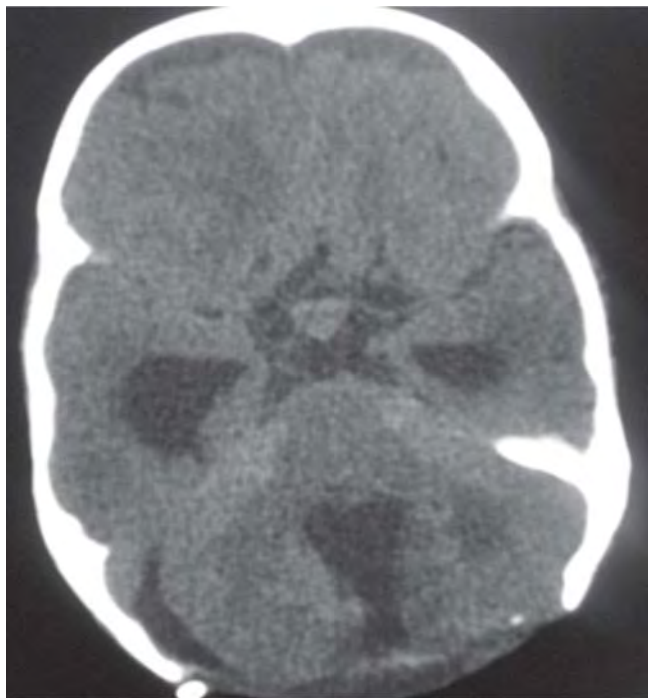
TAC de cráneo, posquirúrgica, en la que se observa zona de craneotomía, no se observa lesión tumoral encontrando IV ventrículo libre de tumor.
